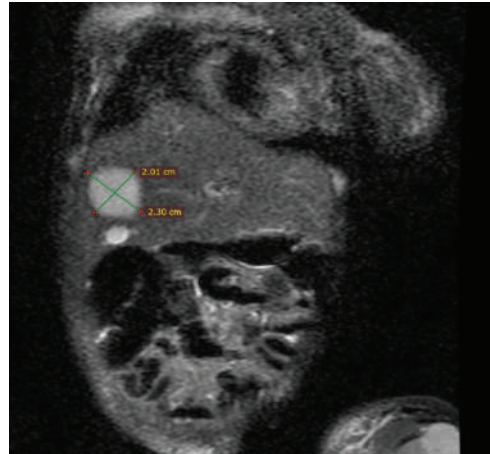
Результаты МРТ-исследования
